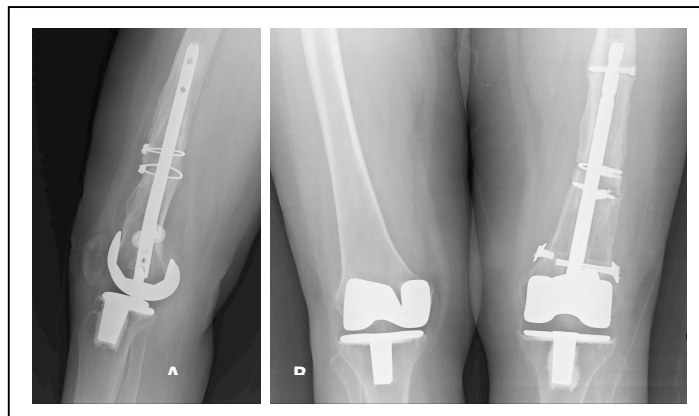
Radiografía de fractura periprotésica intervenida donde se observa aflojamiento del material de osteosíntesis y de la prótesis de rodilla. (A) proyección lateral y (B) proyección anteroposterior.
